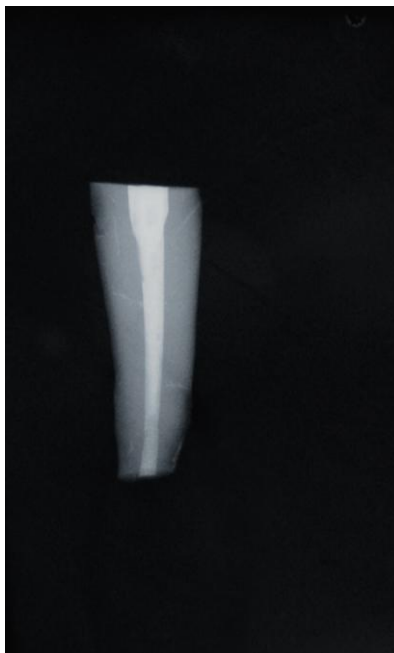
Radiografia da retrobturação com Acroseal®.
